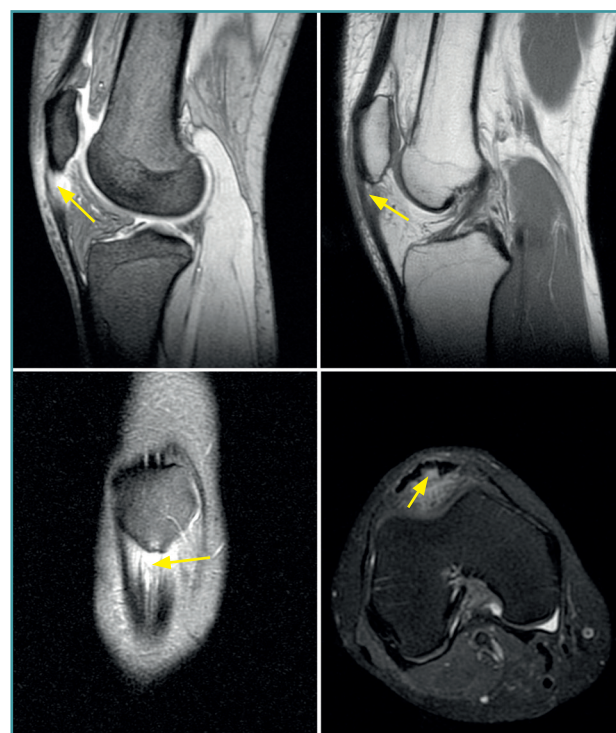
Imagen por resonancia magnética (RM) de un paciente afecto por tendinopatía rotuliana de larga evolución. Obsérvese en los planos sagitales y coronales el engrosamiento del tendón, así como la desestructuración interna de las fibras de colágeno (marcado con flechas).
